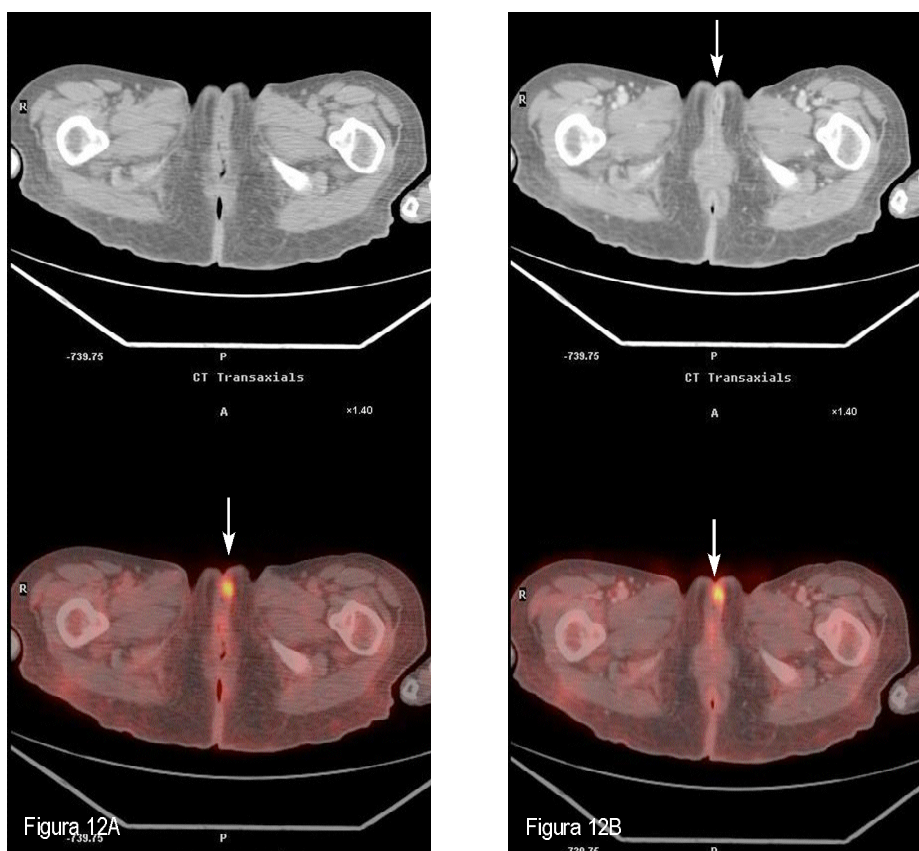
Estudio de reestadificación de una paciente con linfoma linfoblástico T (ID 62) que tenía afectación cutánea al diagnóstico inicial. A: Imágenes de TC DB (arriba) y PET/TC DB (abajo) axiales, en las que se aprecia un pequeño foco redondeado de hipercaptación de ^{18}F FDG en la región vulvar izquierda (flechas), mal definido en el estudio de TC DB y de difícil interpretación radiológica. B: Imágenes de TC DA (arriba) y PET/TC DA (abajo) axiales, en las que, gracias a la mayor resolución anatómica y al realce poscontraste, se aprecia un realce en anillo de la lesión hipercaptante (flechas), lo que sugiere foco inflamatorio-infeccioso abscesificado, que, por localización y asociado a los datos clínicos de la paciente, hizo pensar en el diagnóstico correcto de bartholinitis.
